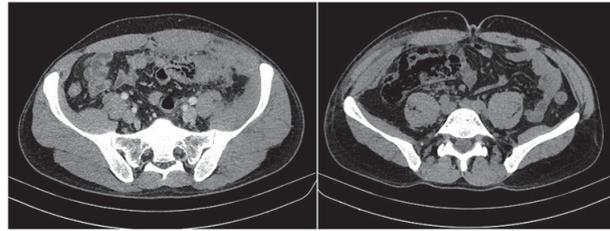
Предоперационная компьютерная томография органов брюшной полости и малого таза с контрастированием
